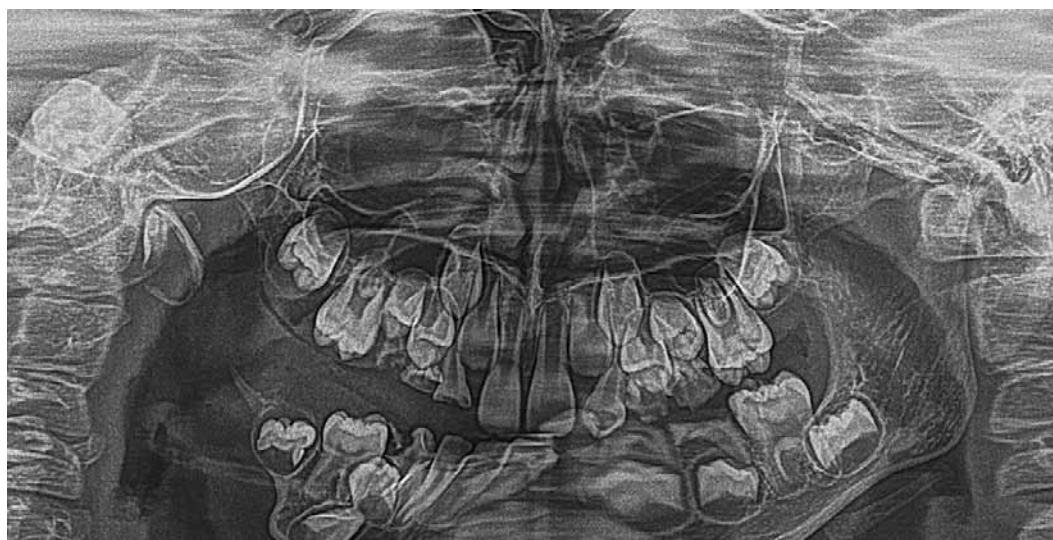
Ортопантомограма пацієнта П. в 7 років 3 місяці (гіпоплазія нижньої щелепи, відсутні кут і гілка нижньої щелепи справа; спостерігаються аномалії положення зачатків зубів 44, 43, нахили, несприятлива вісь прорізування зуба 43).
